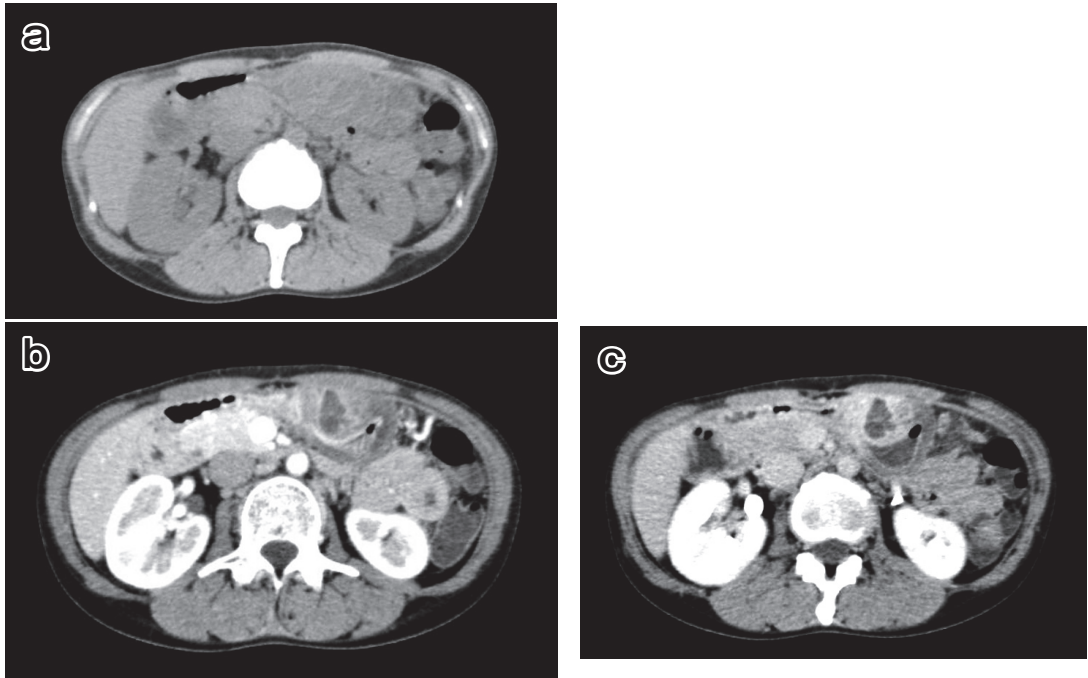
腹部単純造影CT検査 (a) 単純, (b) 造影早期, (c) 平衡相: 胃前庭部から胃体部前壁にリング状の造影効果を伴う著明な壁肥厚を認めた。
